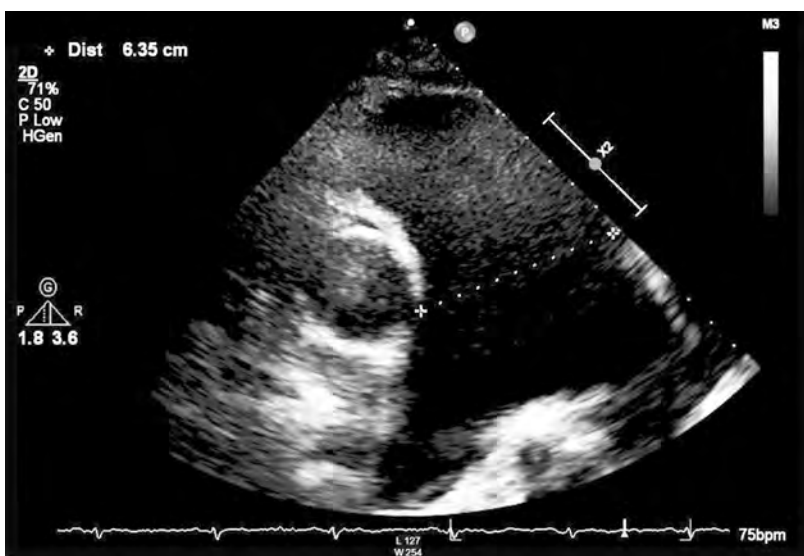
Echocardiographie transthoracique datant de 2017, coupe parasternale petit axe centrée sur la valve aortique (milieu de l'image). Le tronc pulmonaire (à droite) est nettement dilaté (>6 cm).
